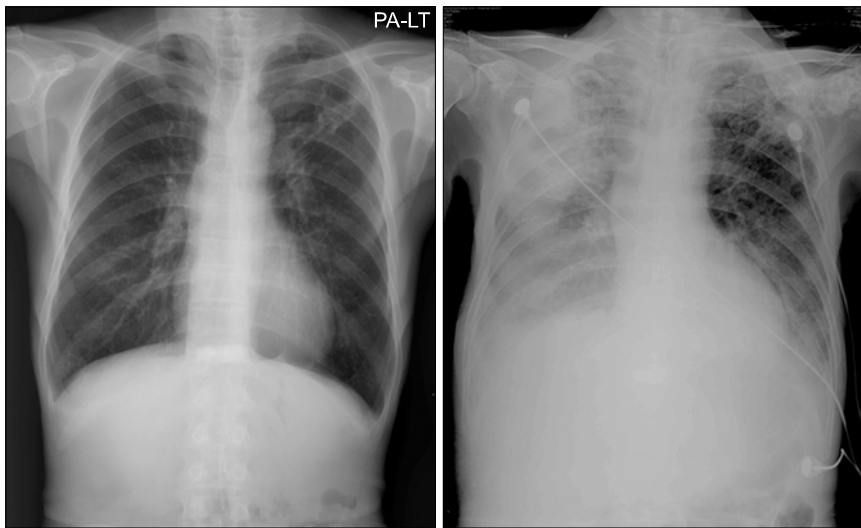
Chest X-rays. Left: Chest PA at diagnosis of acute leukemia. Right: chest AP showing consolidation in both lungs and right pleural effusion at diagnosis of malignant pleural effusion.
